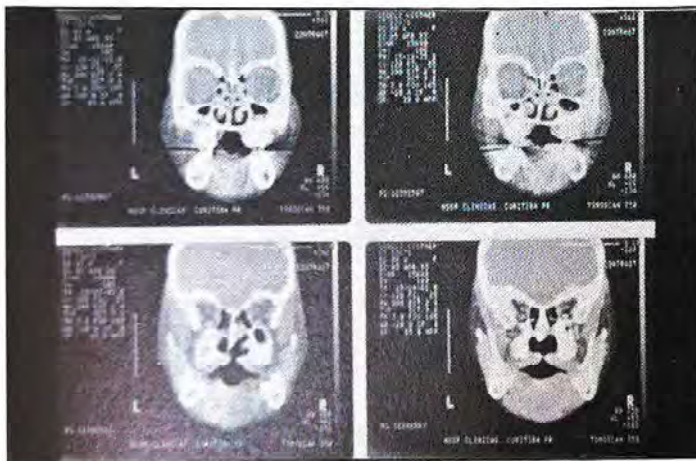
Tomografia de crânio e órbitas em corte coronal mostrando deformidade com intradeanivelamento do assoalho da fossa anterior ao nível da região fronto-etmoidal e do plano do esfenóide, com preenchimento desta depressão pelo conteúdo encefálico. Não há evidências de protusão de massa encefálica para o interior dos seios para-nasais.
